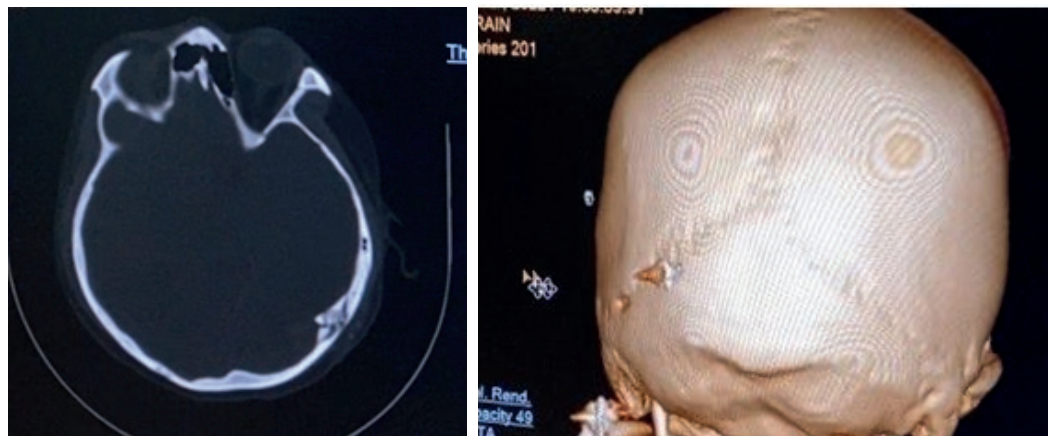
Комп'ютерні томограми пацієнтки А.: а) багатоуламковий відкритий імпресійний перелом склепіння черепа на рівні лямбдовидного шва зліва з проникненням уламків інтракраніально до 11мм, б) 3D-реконструкція – в дефекті в товщі кістки візуалізується стороннє тіло металевої щільності розмірами 8х11мм.
